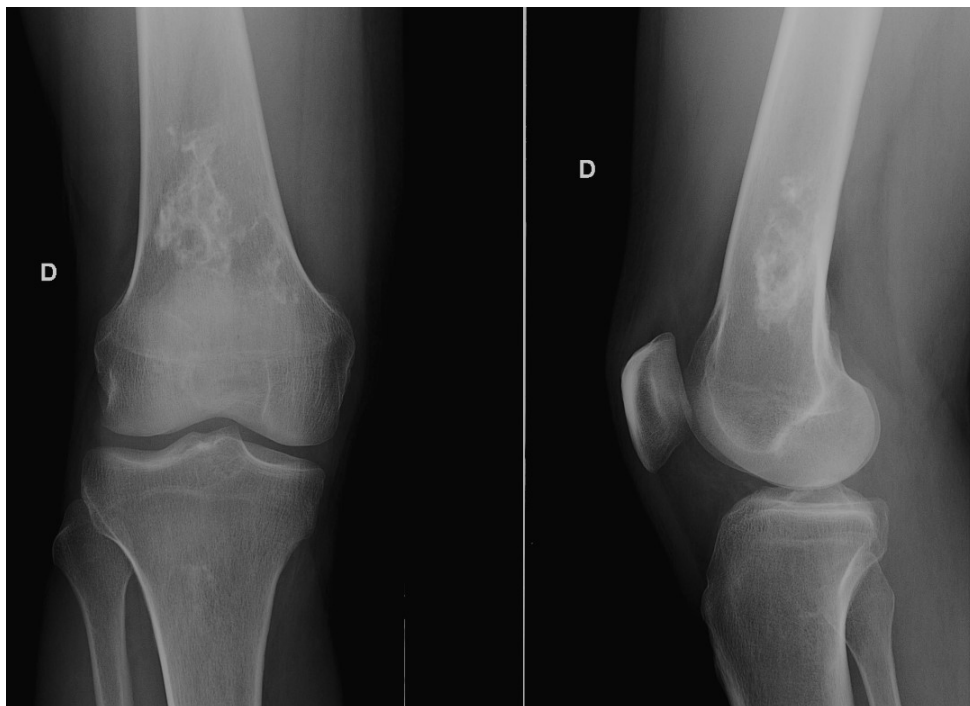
Signal intra-lésionnel non graisseux (coupe IRM coronale pondérée T1 avec radiographies correspondantes).
